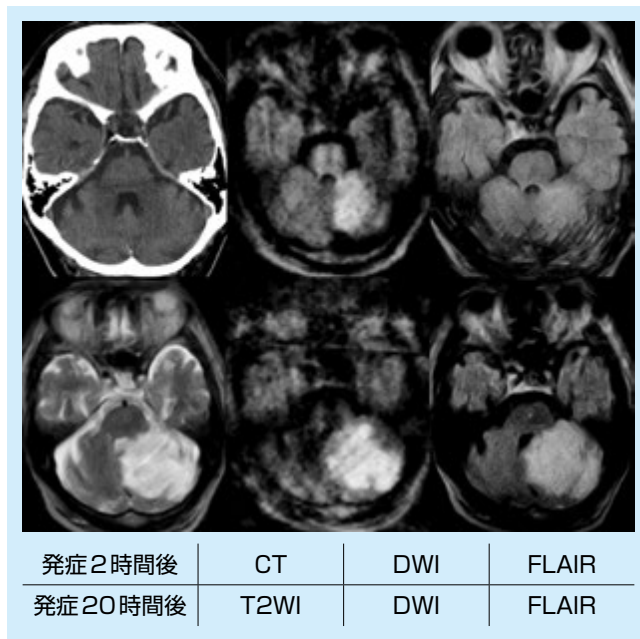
発症2時間後と発症20時間後のCTとMRI
